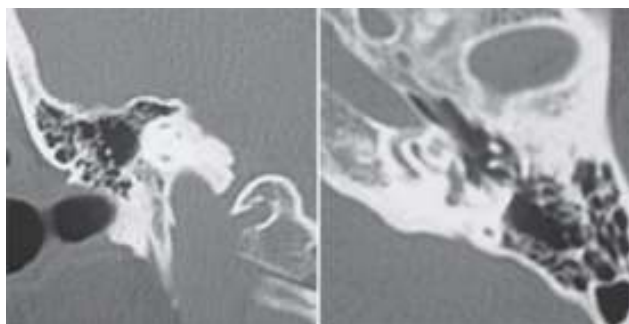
Imagem de TC de ouvido direito com um foco de otosclerose tipo II (hipodensidade pré-estapédica > 1 mm, sem contacto com o lúmen coclear), inactivo
